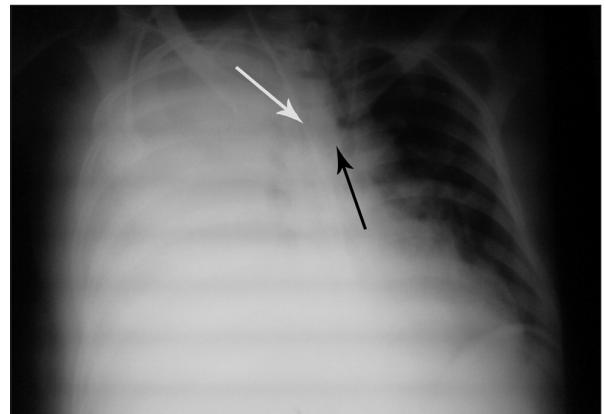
Radiografia de tórax realizada em incidência anteroposterior no leito, evidenciando derrame pleural volumoso à direita, estruturas mediastinais e cateter venoso central (seta branca) desviados à esquerda; cateter com extremidade distal posicionada na cavidade pleural direita. Presença de outro cateter venoso central na veia jugular interna esquerda normoposicionado (seta preta).
